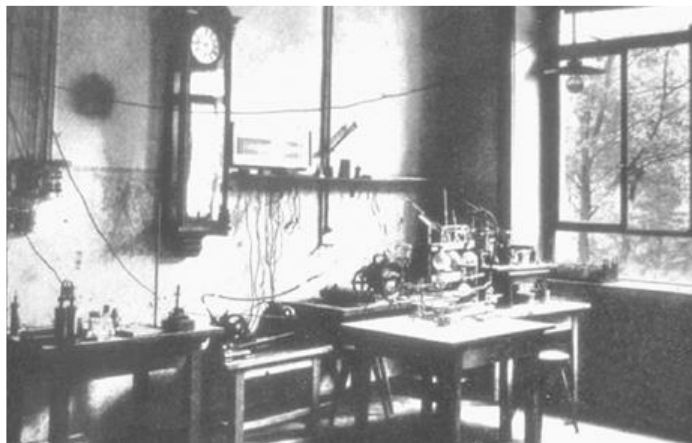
Laboratorio de investigación de Roentgen.
